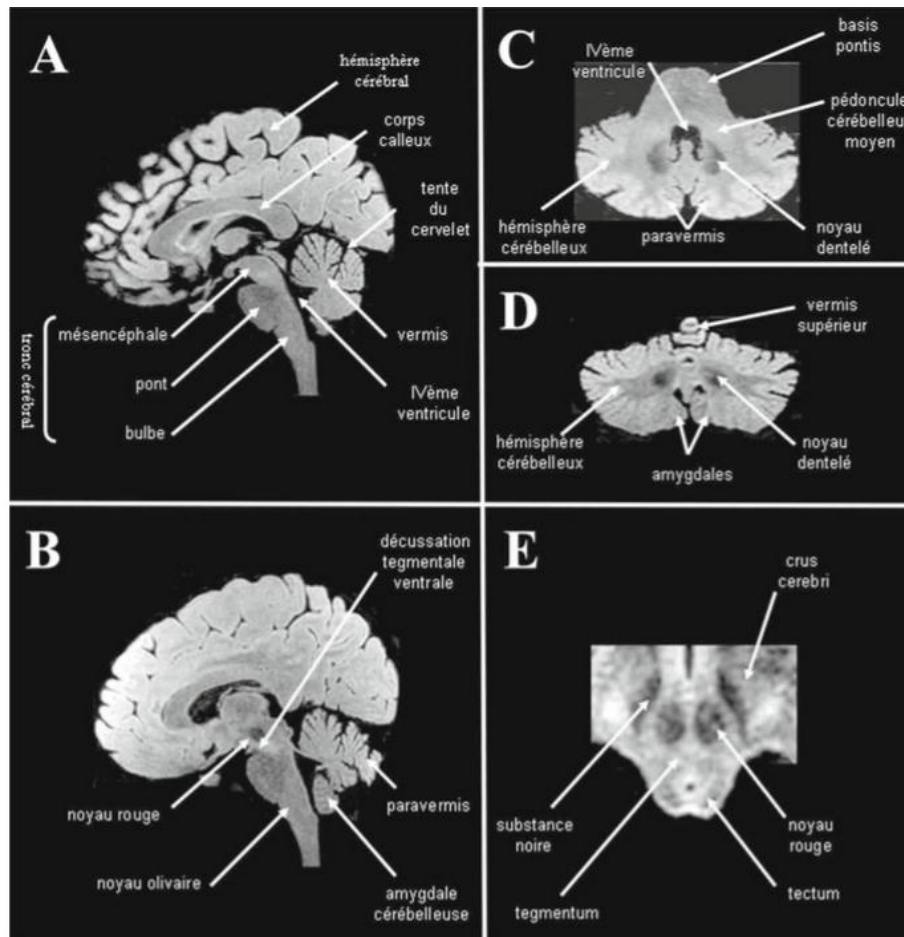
Le cervelet humain en imagerie par résonance magnétique en séquence FLAIR. A. Coupe sagittale passant par le tronc cérébral, le cervelet et le cerveau. B. Coupe parasagittale passant par le tronc cérébral et le cerveau, montrant le noyau rouge au sein du mésencéphale, la décussation tegmentale ventrale à son pôle caudal où croisent les pédoncules cérébelleux supérieurs, et l'emplacement du noyau olivaire principal dans la région ventrale du bulbe. C. Coupe axiale passant par le pont, les pédoncules cérébelleux moyens et le cervelet. D. Coupe coronale passant par le cervelet et montrant les deux noyaux dentelés. E. Coupe axiale passant par le mésencéphale montrant en particulier les deux noyaux rouges.*
